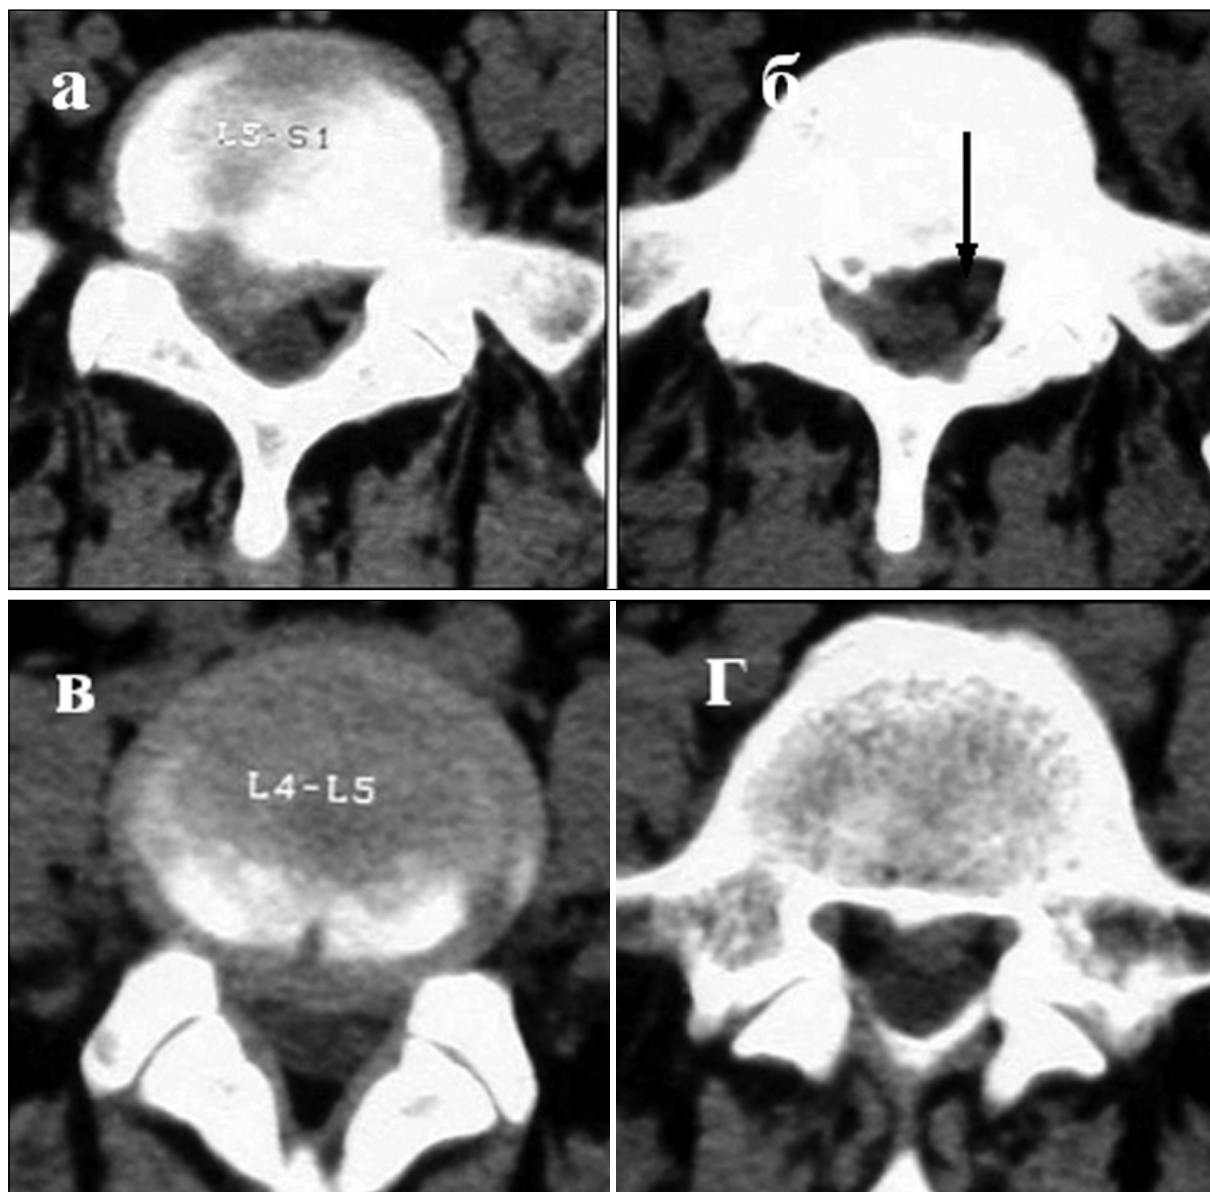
Случай № 3. До лечения. PKT: а) ГМД LV-SI; б) дорсальный остеофит SI позвонка, связанный с ГМД LV-SI; в) протрузия LIV-LV; г) дорсальный остеофит LV позвонка, связанный с протрузией LIV-LV
